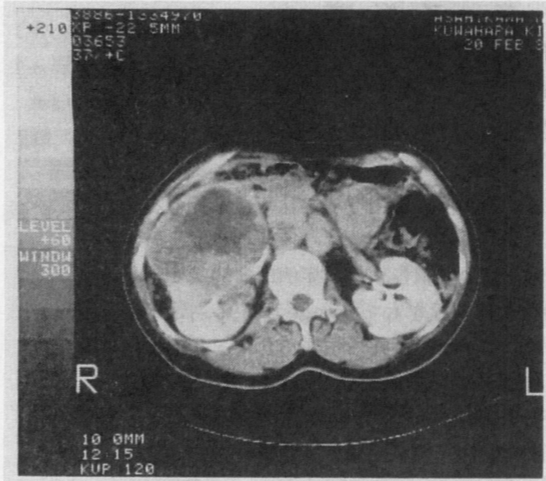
腹部CT像：右腎下極に内部不均一の8.4×9cmの腫瘍像とIVCへの浸潤が見られる。
